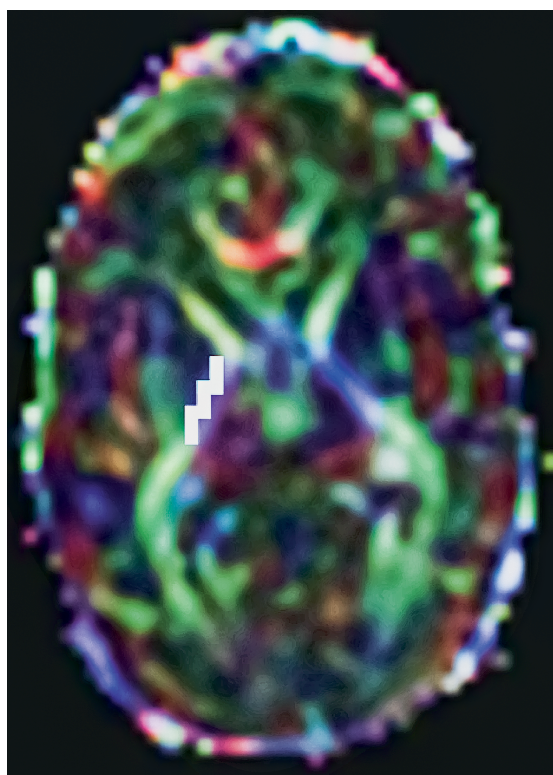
На представленном изображении выделены зоны интереса — передняя и задняя часть ЗНВК. Пациент А. Гестационный возраст при рождении 26 недель, возраст к моменту проведения МРТ — 30 недель постконцептуального возраста
